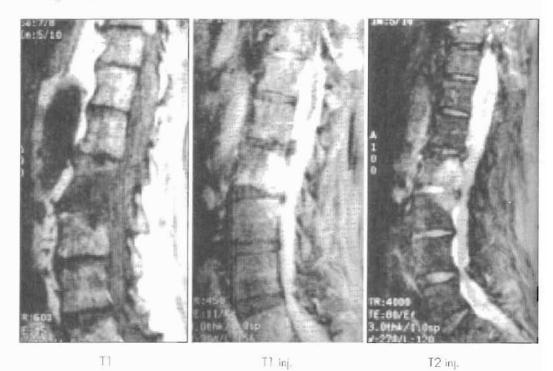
IRM dorsolombaire.
